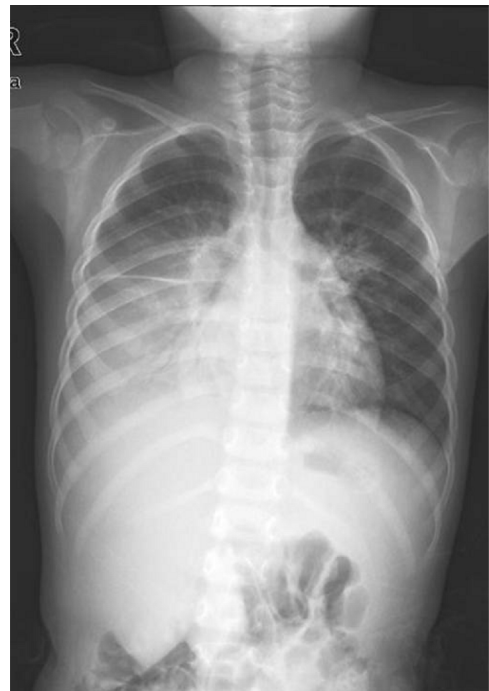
Initial chest x-ray showed an extensive homogeneous consolidation with air-bronchogram involving the right lung with parahilar haziness in the left lung.
